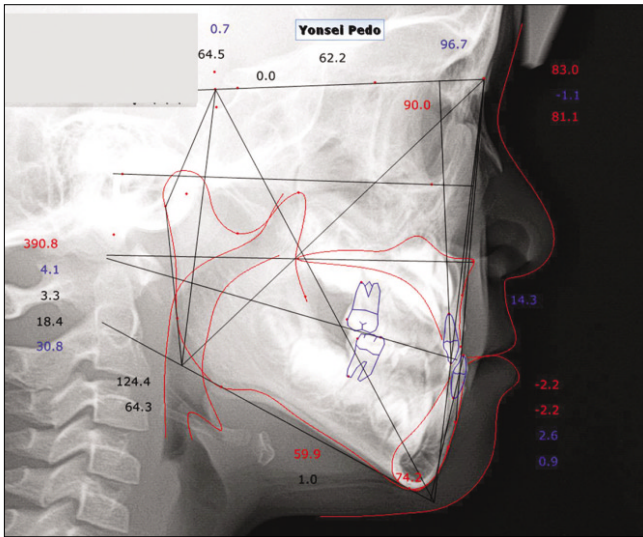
Tracing of lateral Cephalometric X-ray.
